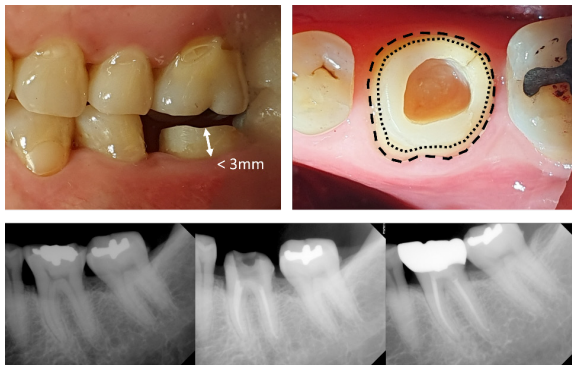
교합면 삭제 후 구내사진, shoulder ferrule design 형성 사진, 술 전 방사선사진, 엔도크라운 preparation 후 방사선사진, 지르코니아 엔도크라운 수복 후 방사선사진
